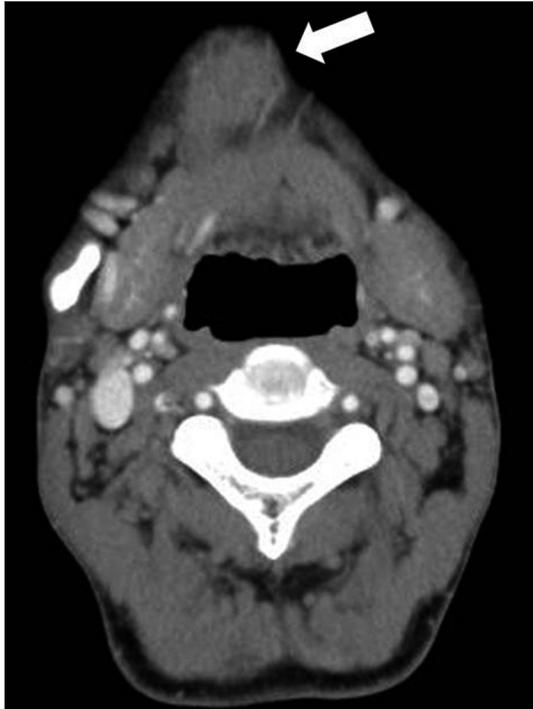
Computed tomography showed a 2.6×2.0 cm soft tissue mass (white arrow) with low density protruding from the subcutaneous tissue, with no adjacent invasion at the submental area.
